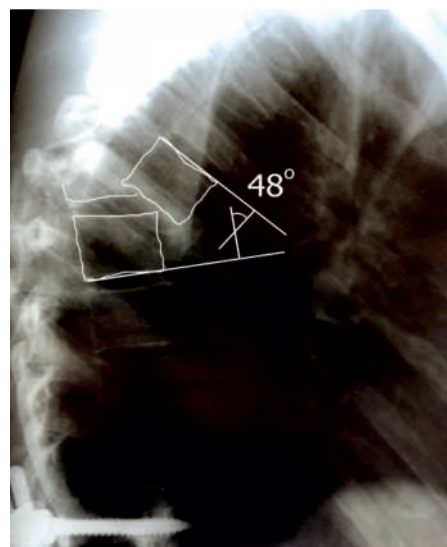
Рентгенограмма пациентки В., 30лет в боковой проекции при поступлении. Многооскольчатый переломовывих Th6 позвонка, угловая деформация оси позвоночного столба
